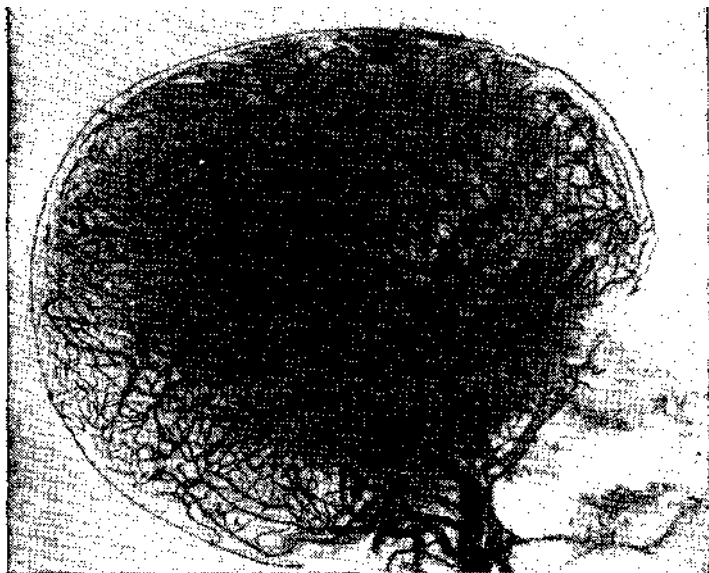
Артерии на поверхности головного мозга человека. Рентгенограмма (по В. П. Воробьеву, 1942)
